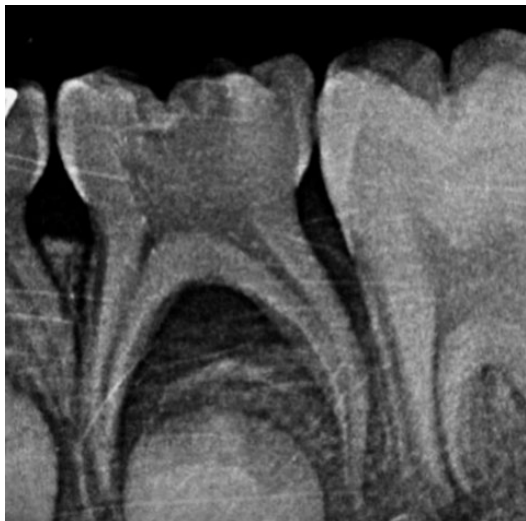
Radiografía periapical del segundo molar inferior izquierdo primario (75). Marzo 2021.
